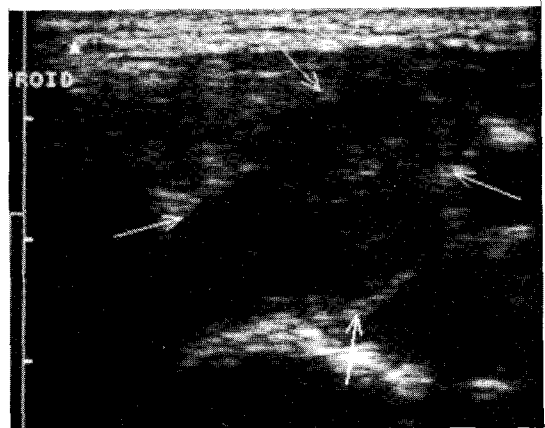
Ultrasonogram of neck shows ovoid, hypoechoic mass with central cystic degeneration on sagittal view(case 2).
